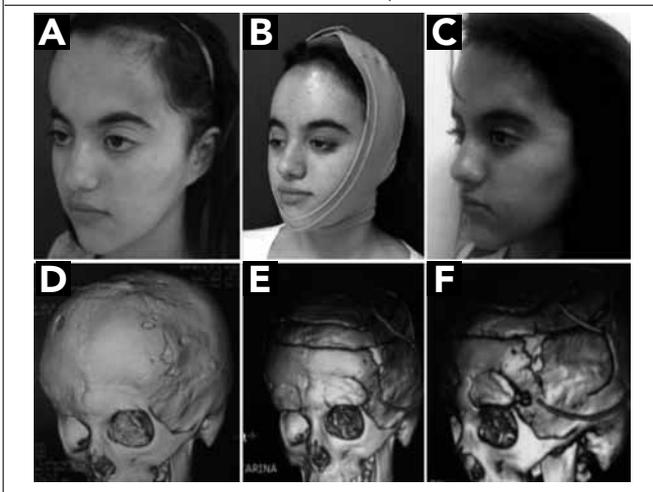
Caso IV. Em A e D, vista lateral e tomografia computadorizada pré-operatória. Em B e C, aspecto pós-operatório (observar uso de prótese de silicone como auxílio de remodelagem). Em E e F, tomografia computadorizada pós-operatória demonstrando forma de osteotomia e posicionamento das molas.
